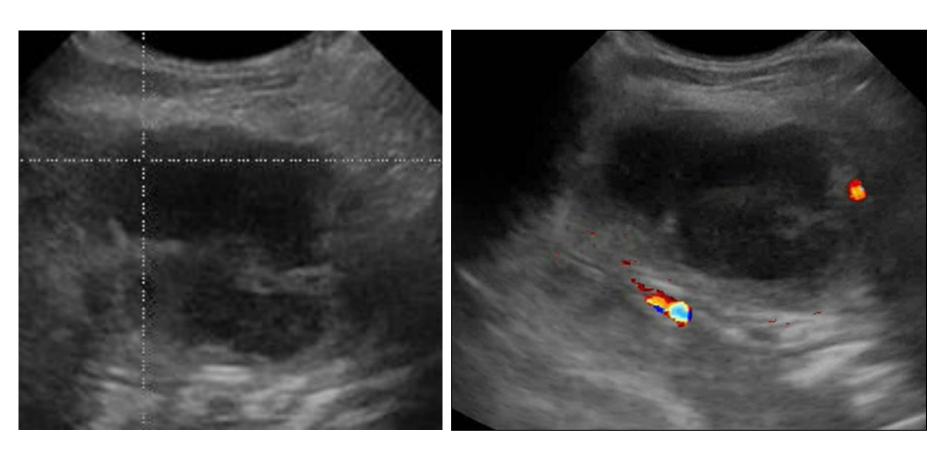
Imagen hipoecogénica con zonas anecoicas centrales (necrosis) bordes irregulares, cápsula gruesa y Doppler en la periferia.
